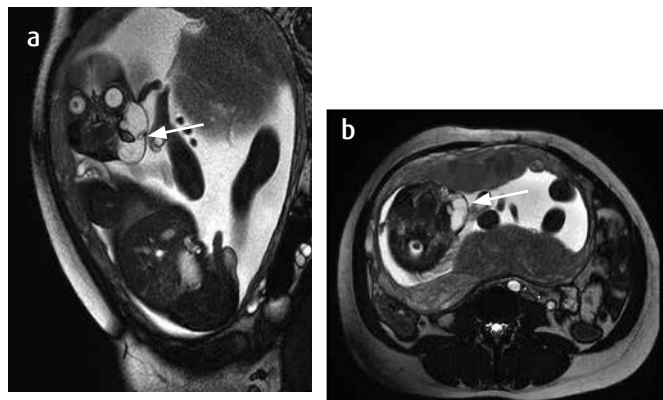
RM. a) Sagital con información T2; b) axial con información T2. Paciente de 25,4 semanas. Lesión hacia los tejidos blandos faciales, de componente quístico multiseptado (flecha), con diámetro de 4,0 cm × 3,6 cm × 4 cm, márgenes bien definidos, sin compresión de la vía aérea.
